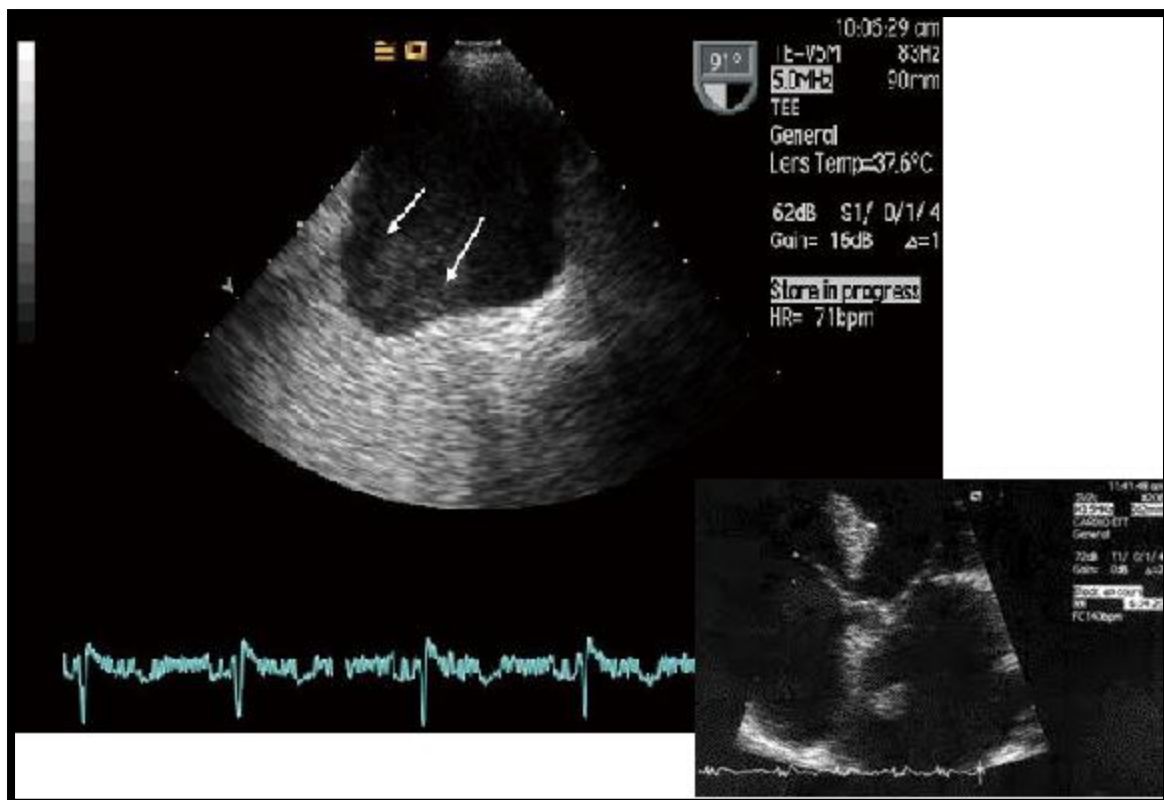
Facteurs d'évaluation échocardiographique du risque thromboembolique ;
